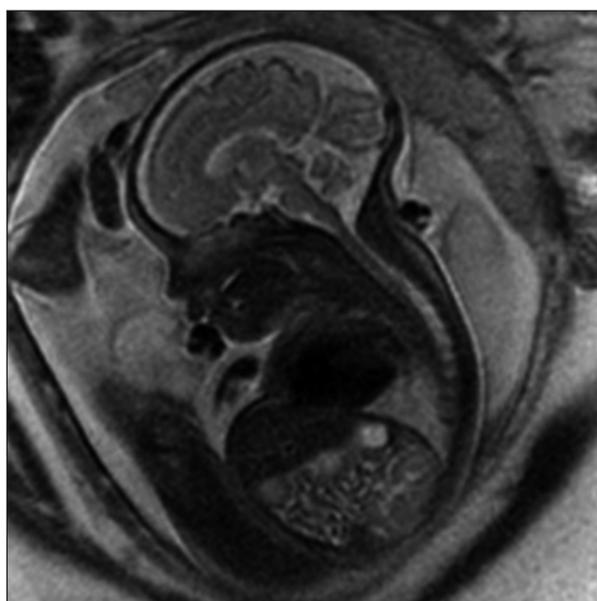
La maduración del cerebro está relacionada con el nivel de ácidos grasos omega-3 desde la gestación (resonancia magnética de un feto, donde se visualiza el cerebro).
